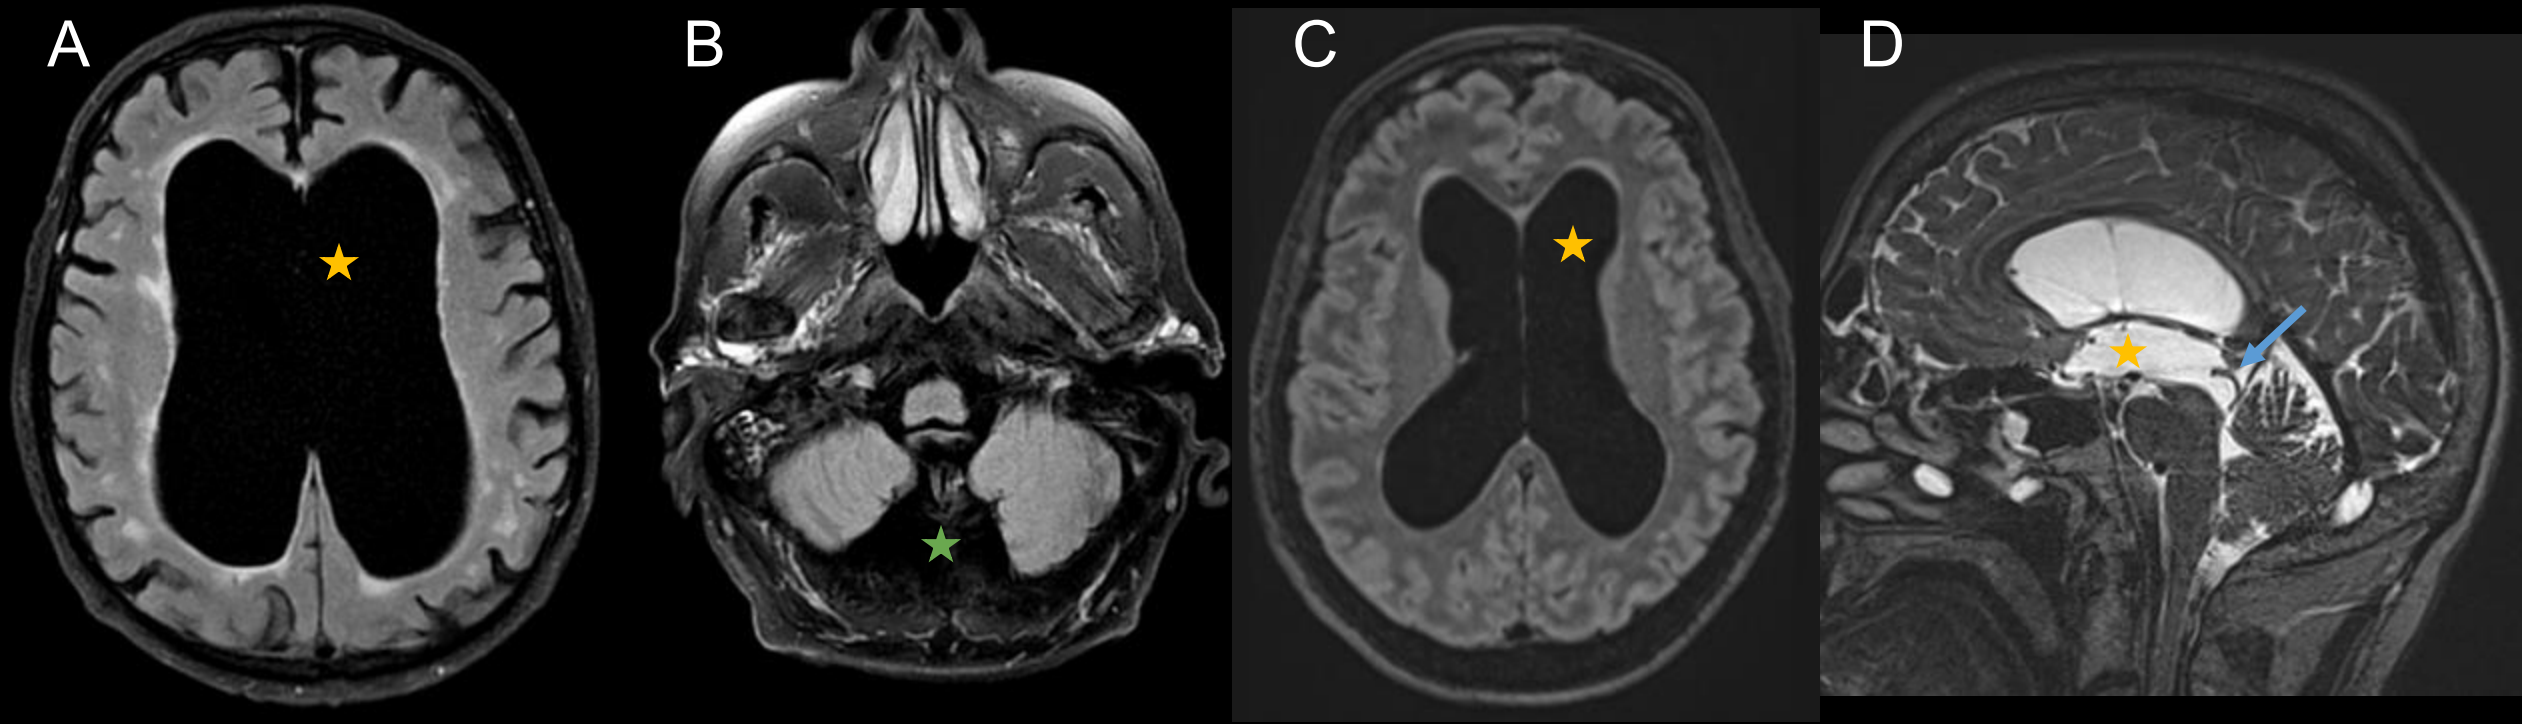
A) y B) RM de cráneo simple con secuencia T2 FLAIR en plano axial de un paciente con hidrocefalia secundaria a malformación de Dandy Walker. Se observa dilatación ventricular (estrella naranja) y en fosa posterior una dilatación del espacio extraaxial con apertura del cuarto ventrículo compatible con malformación de Dandy Walker (estrella verde). C) y D) Paciente con hidrocefalia triventricular (estrellas naranjas) a expensas de un septo en el conducto de Silvio (flecha azul) visible en secuencia T2 SPACE sagital.
